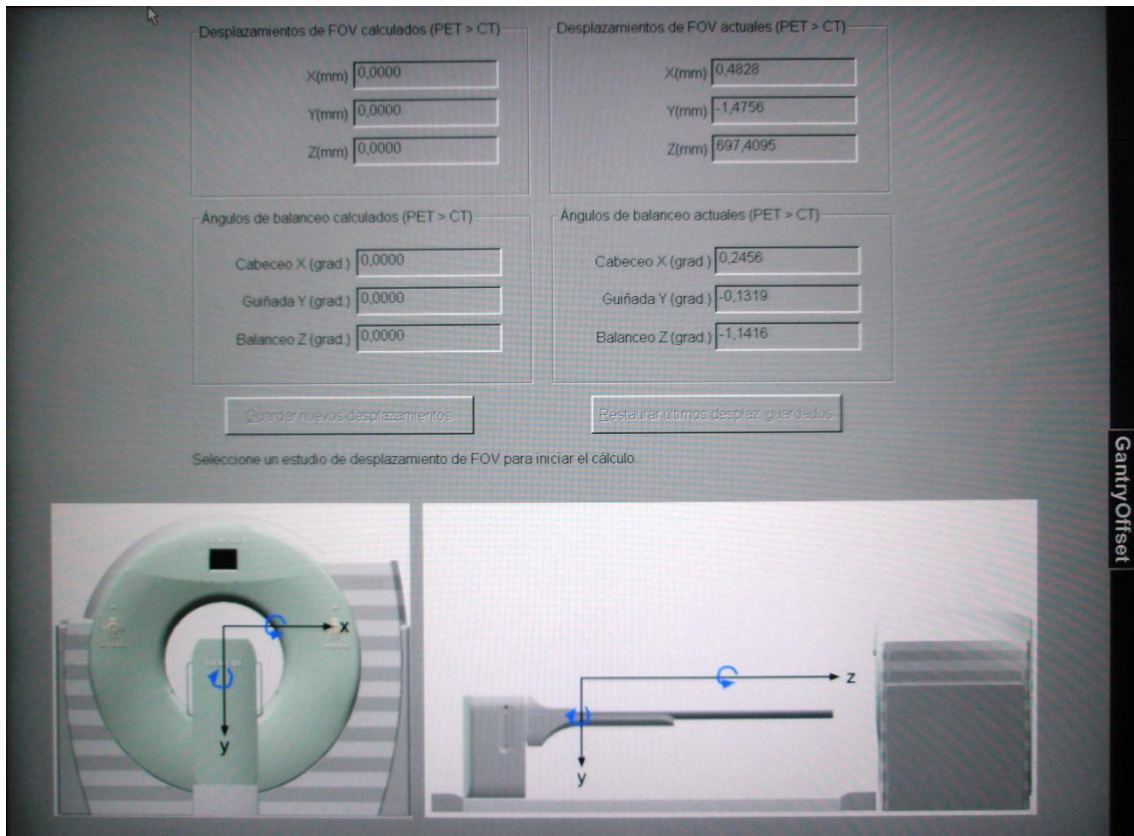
Visualización del inicio de la calibración automática del desplazamiento del FOV del sub-sistema PET del Biograph mCT X-3R, en este se indican la configuración de los ejes aceptada por el sistema, el desplazamiento de FOV ya establecidos y el desplazamiento por calcular.
